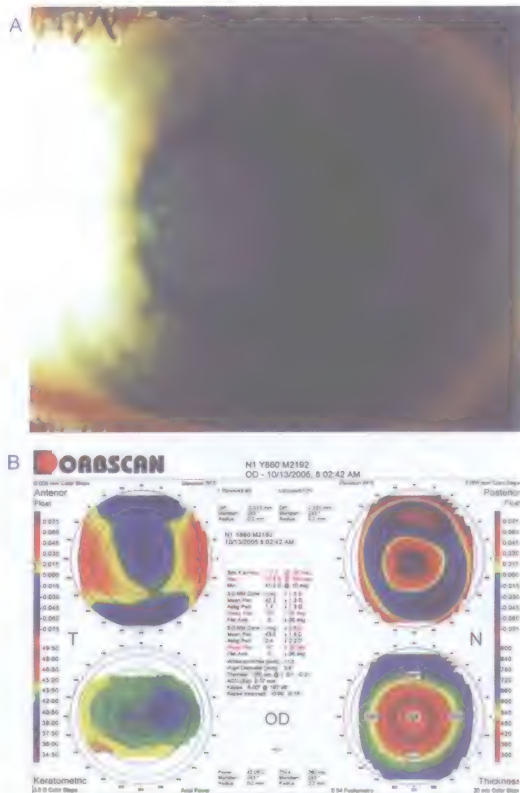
A. PRK术后患者的视轴区的严重角膜雾状浑浊的临床照片。B. PRK术后严重角膜雾状浑浊的患者的角膜地形图,显示在瞳孔缘(白圈)范围内角膜屈光度变化超过1D。Orbscan II测量显示角膜雾状浑浊引起中央角膜厚度测量偏薄(超声测厚的实际角膜厚度为450 μm)
